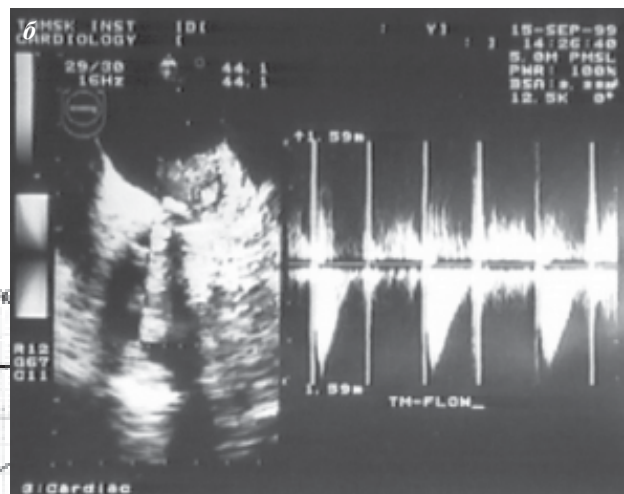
Интраоперационные электрокардиограммы при электрокардиостимуляции левого (а) и правого (б) предсердий, трансэзофагеальная эхокардиограмма (в) с отсутствием предсердного пика А после эффективной изоляции левого предсердия.
